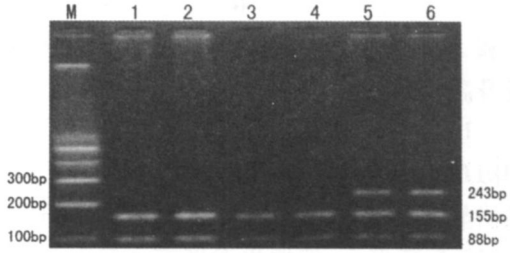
608C/T PCR 产物酶切后的电泳图谱 M 为 DNA 分子量标准,1、2、3 和 4 为纯合子 CC 型,5 和 6 为杂合子 CT 型。
